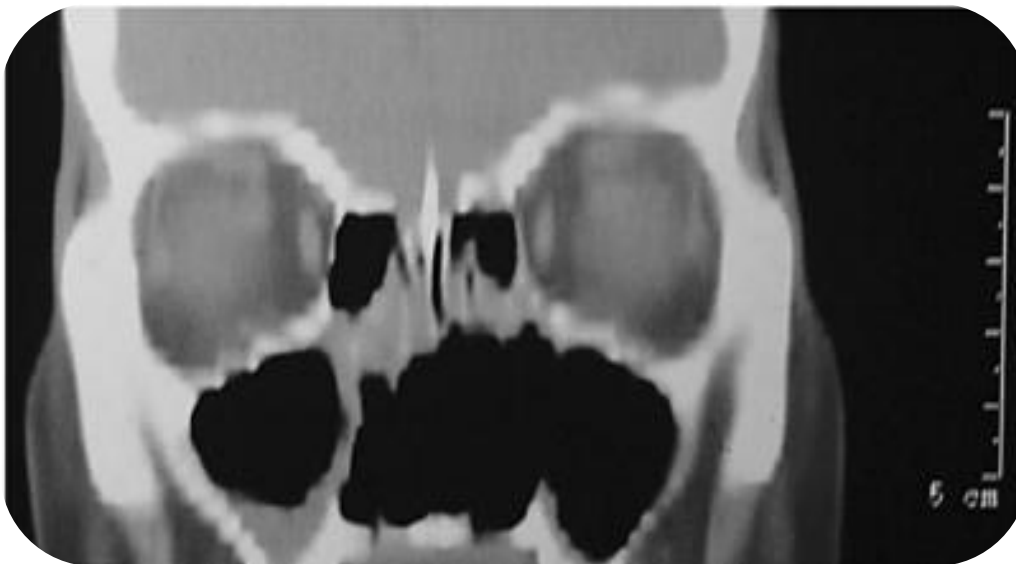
TAC de la zona facial, en donde se observa la ausencia del tabique medio nasal y la destrucción de la pared medial del antro maxilar izquierdo⁴⁷.
